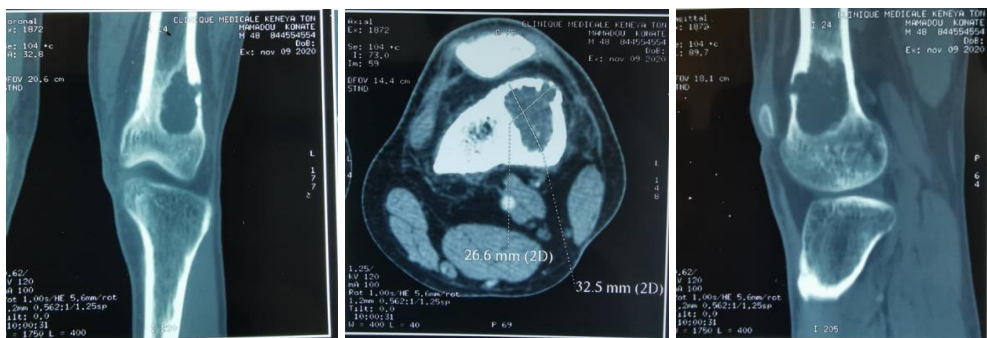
TDM du genou gauche dans les 3 plans A, B, C
